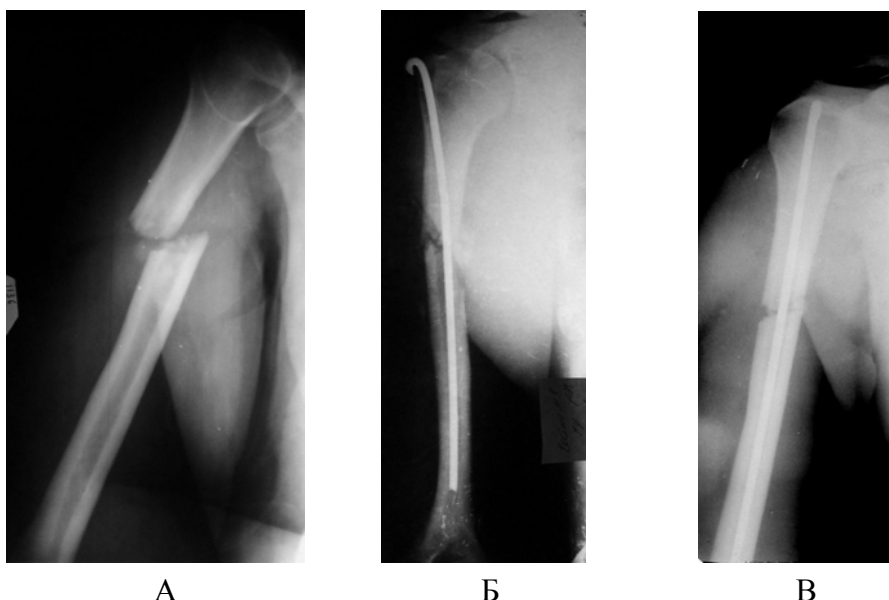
Фотовідбитки рентгенограм хворого К., 35 років, історія хвороби №2063 при госпіталізації (А), після остеосинтезу в прямій (Б) та боковій (В) проекціях
